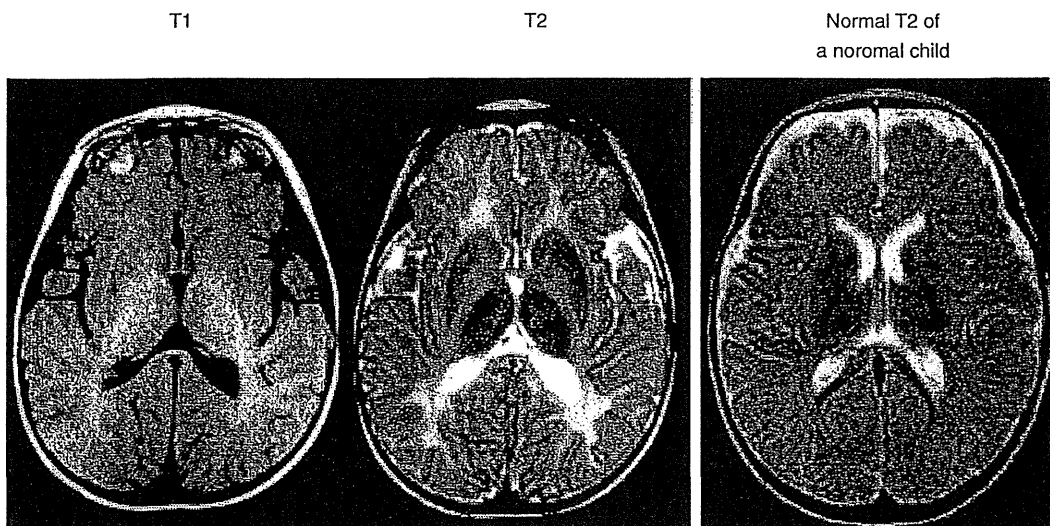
Patient 1. MRI of the brain at 5 months. Axial T1-weighted image (left) shows a nearly identical high-signal intensity in the internal capsule. A T2-weighted image (center) shows a diffuse high-intensity signal in white matter of brain. The MRI on the right is a normal brain at 5 months of age.
